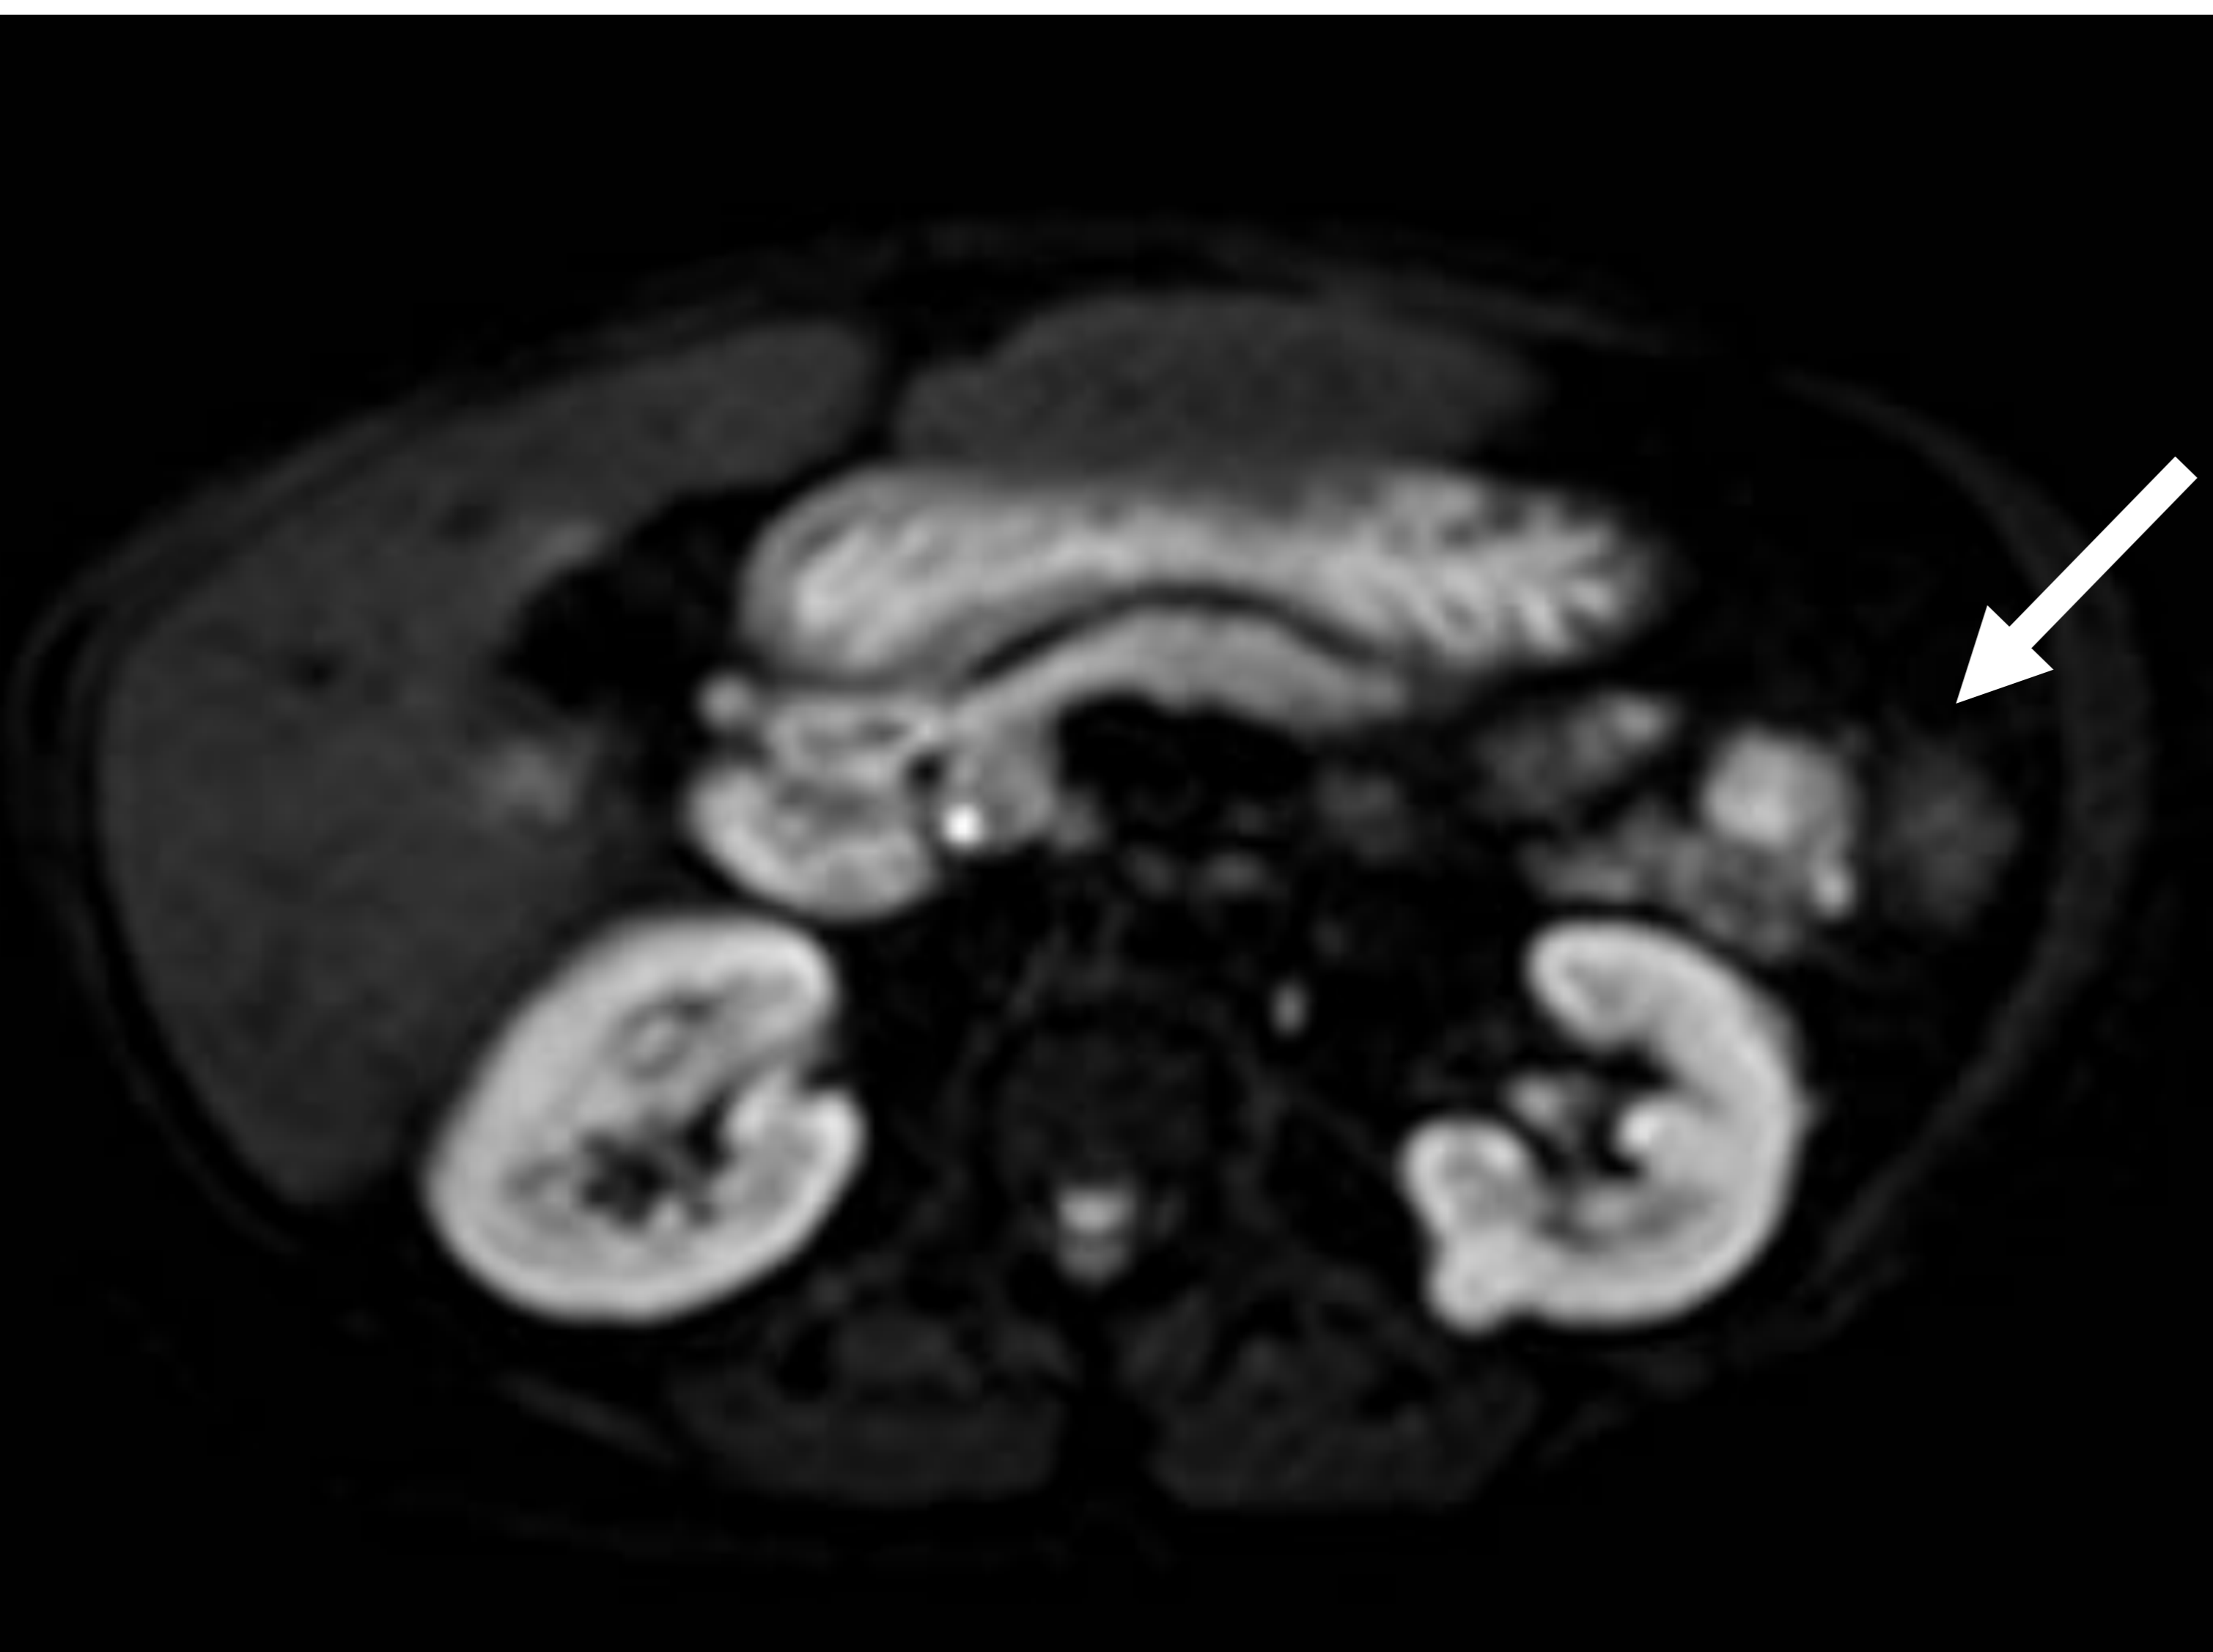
RM de mujer de 55 años con TNEp. Lesión bilobulada (flecha) en la cola pancreática hipointensa en secuencia T1 (a), que realza tras la administración de CIV en secuencia T1 con SG (b) y restringe en secuencia de difusión (c). Quiste en el riñón izquierdo.
